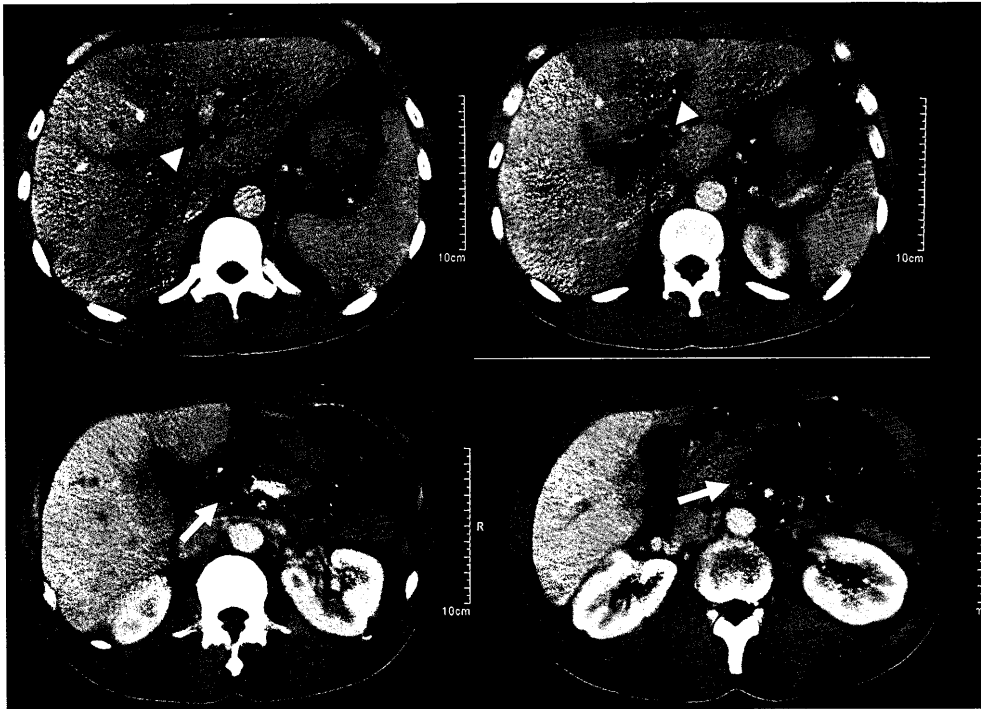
2004年8月19日腹部CT検査（入院時）：門脈相においても上腸間膜静脈から門脈右枝内にかけて造影効果が認められず，上腸間膜静脈血栓（矢印），門脈血栓（矢印頭）と考えられた。
